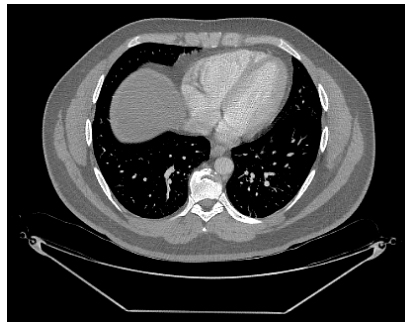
Modelo de tomografía de baja resolución
